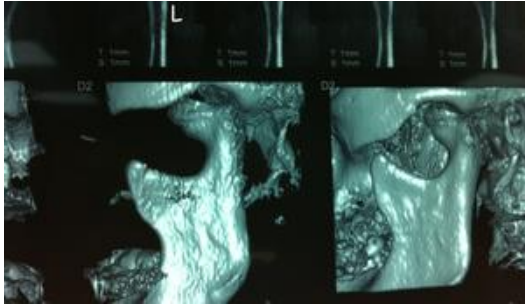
Preoperative computerized tomography scans.
